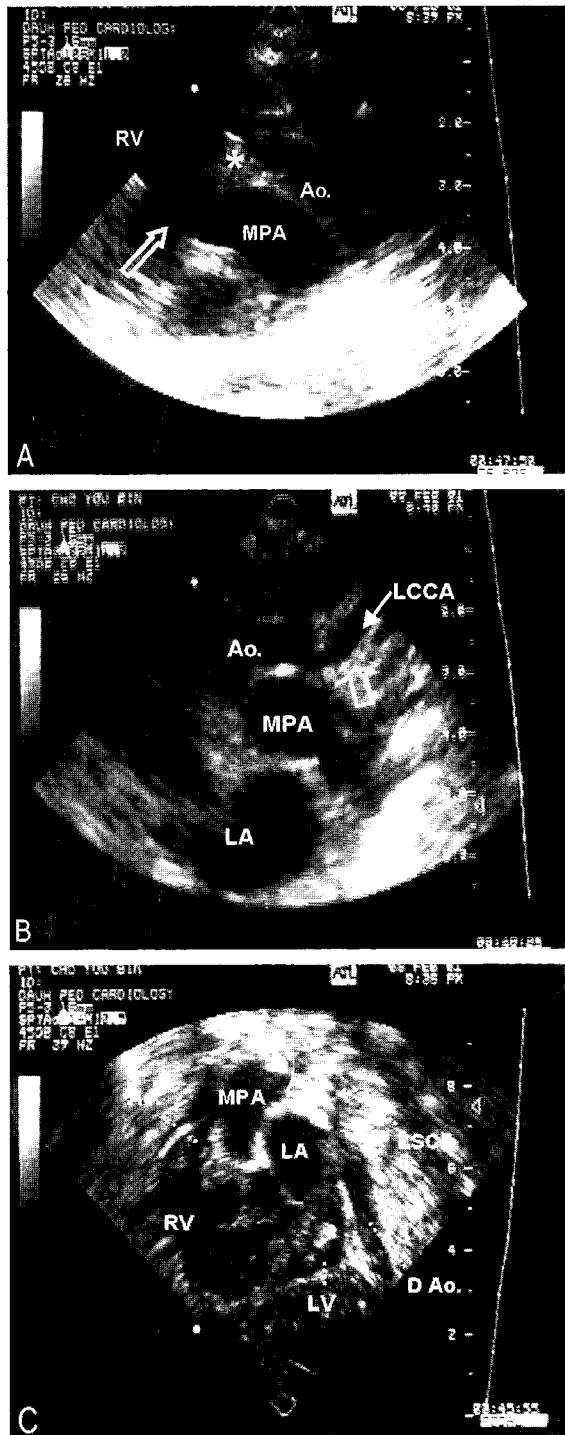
Preoperative cardiac echocardiography A, Adobe photoshop file; B, Adobe photoshop file; C, Adobe photoshop file.
